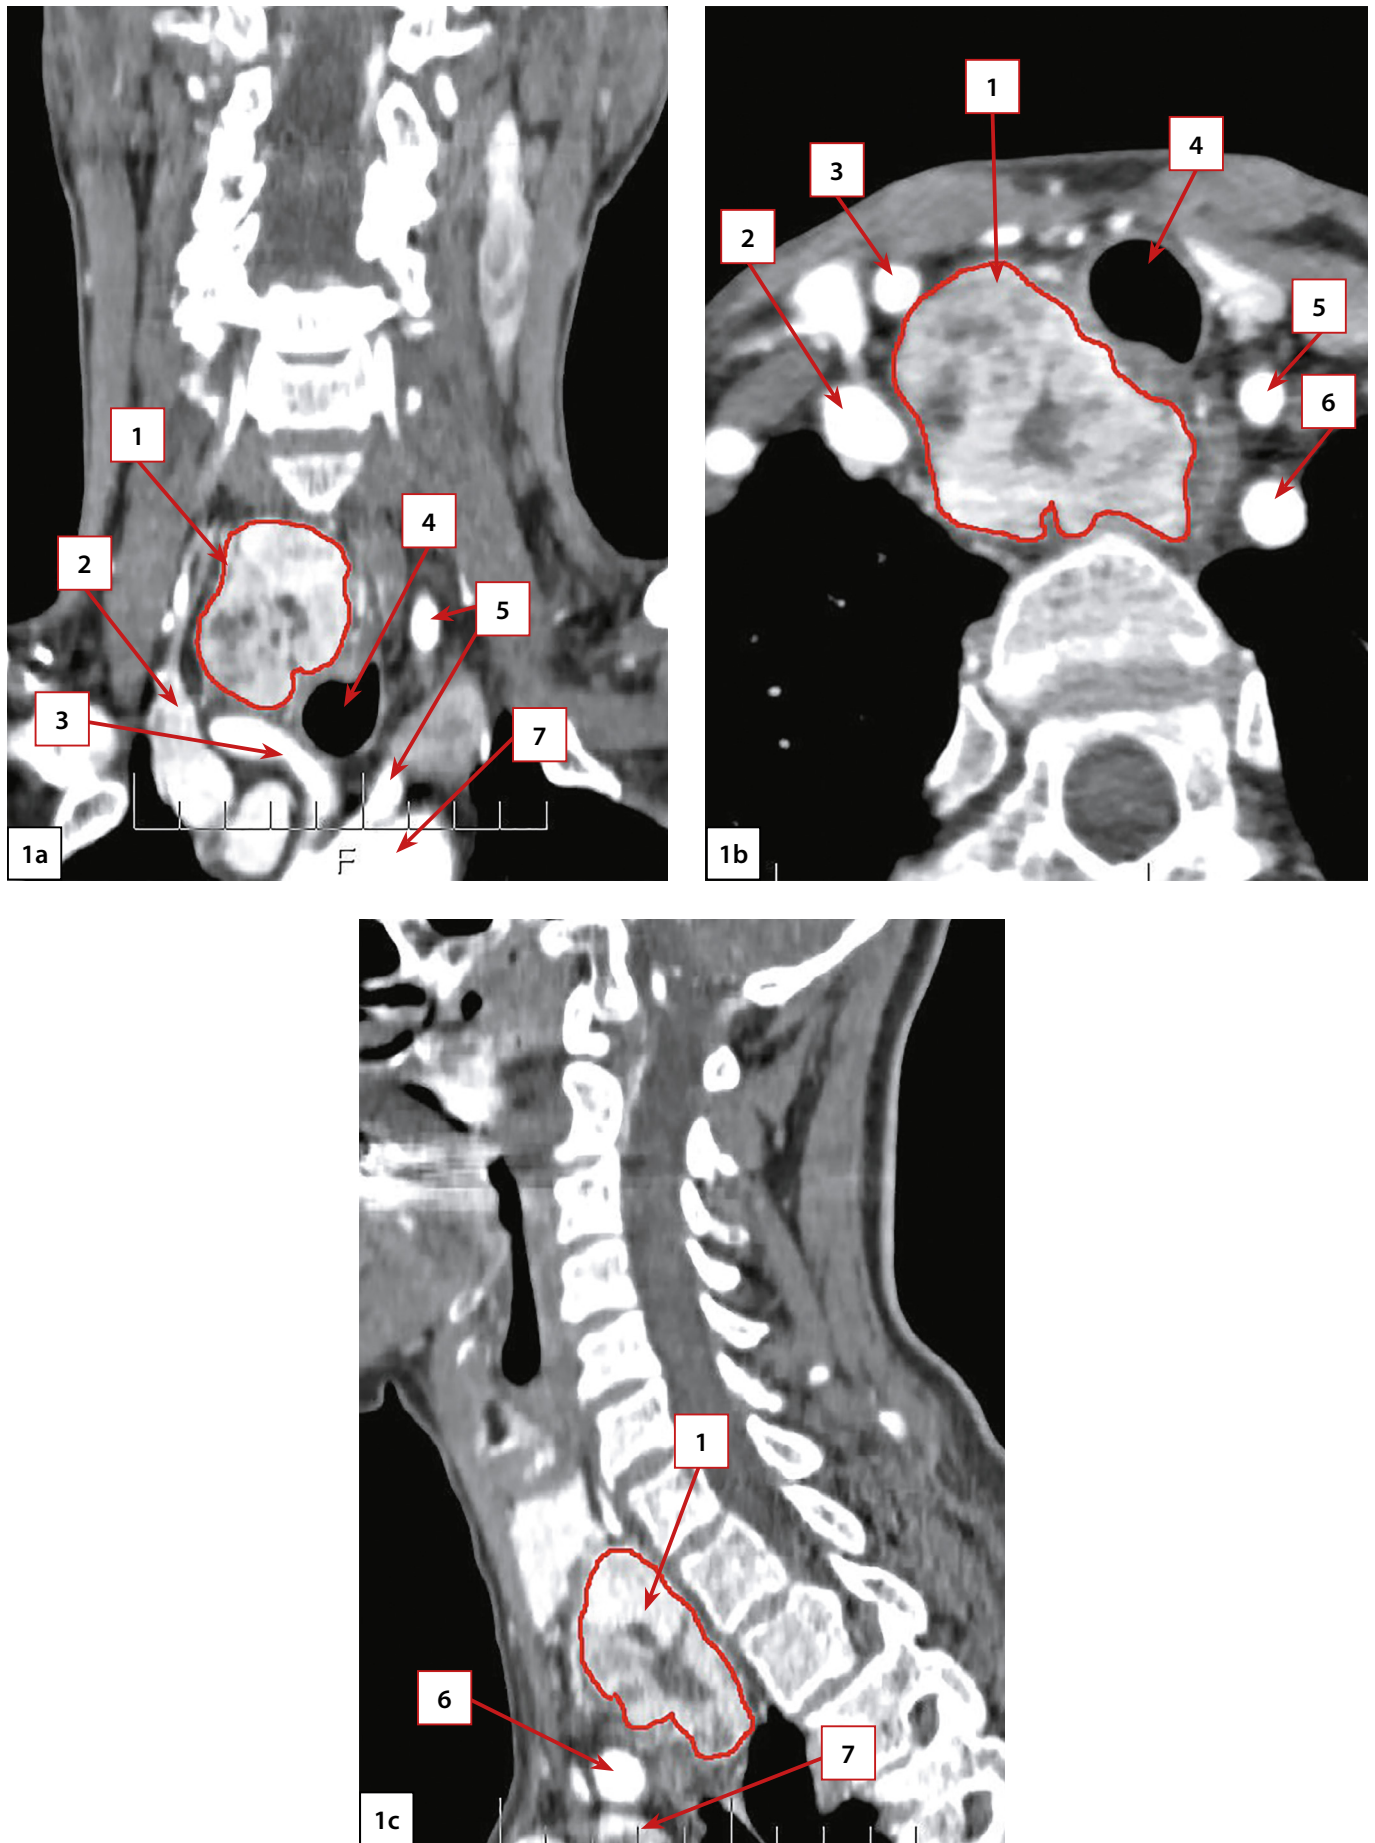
Компьютерная томография шеи с ангиографией.
